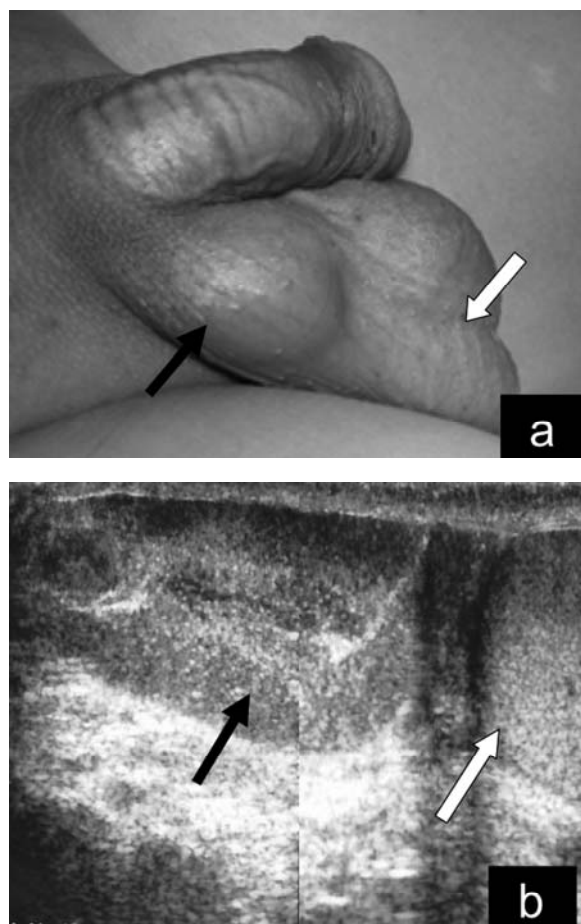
a: Black and white arrows indicate the inguinal tumor and right testis, respectively. b: Ultrasonography demonstrate that the inguinal tumor is located close to the superior pole of right testis (white arrow: testis, black arrow: tumor).
